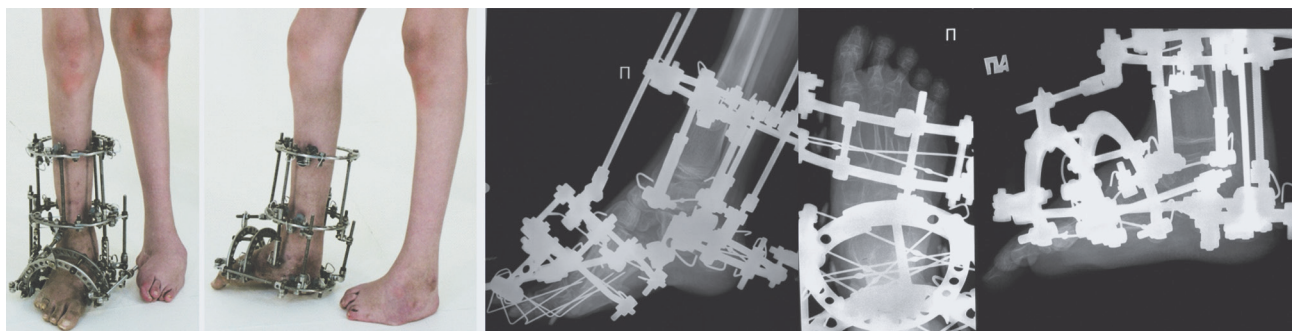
Фото и рентгенограммы правой стопы пациента в процессе лечения
